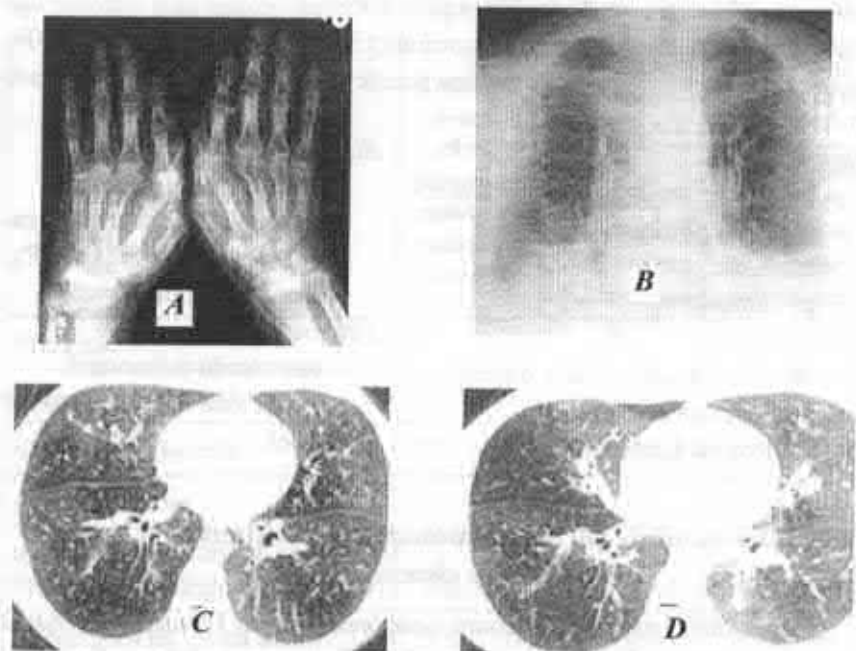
A* – radiografia standard a mâinilor în incidență dorsoventrală: osteoporoză juxtaarticulară a oaselor tubulare, îngustarea spațiilor articulare, erodarea suprafețelor articulare, compresarea formațiunilor carpiene pe contul îngustării sumare a spațiilor radiologice (micșorarea indicelui Trentham-Masi). Tabloul radiologic este caracteristic pentru AR gr. III. *B* – radiografia de ansamblu a pulmonilor: incidență dorso-ventrală; manifestări de pneumoscleroză difuză cu atelectazii discoide bazale; hilurile pulmonare – densificate. *C, D* – computer tomografia plămînilor: fibroză difuză mai exprimată în S_4, S_5 pe dreapta, opacifieri fine (simptomul „sticlă mată”) cu localizare periferică și bazală în S_4, S_5 pe dreapta și S_4, S_5, S_9, S_{10} pe stînga.
